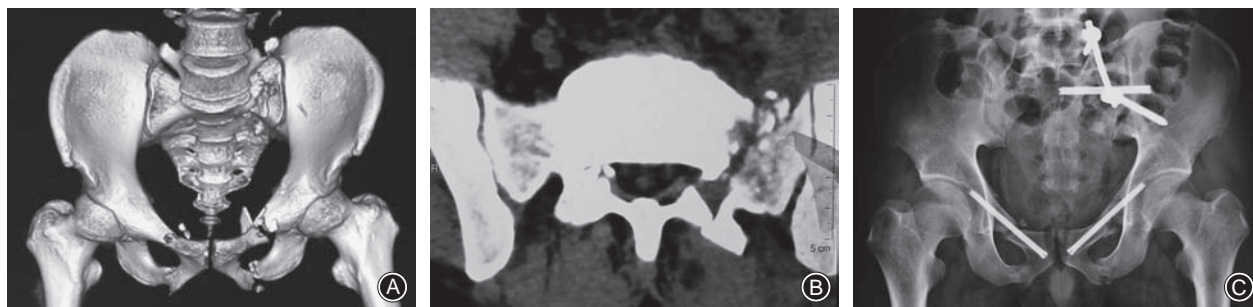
骨盆前方耻骨上支短通道逆行固定手术前后放射学影像 A 术前 CT 三维重建示双侧耻骨上、下支骨折及左侧骶骨 Denis II 区骨折 B 术前 CT 横断面重建示骶骨纵行骨折合并 L5/S1 关节突脱位、绞锁(腰骶结合部损伤) C 骶骨骨折切开复位髂腰三角固定; 双侧耻骨上、下支应用逆行短通道螺钉固定
